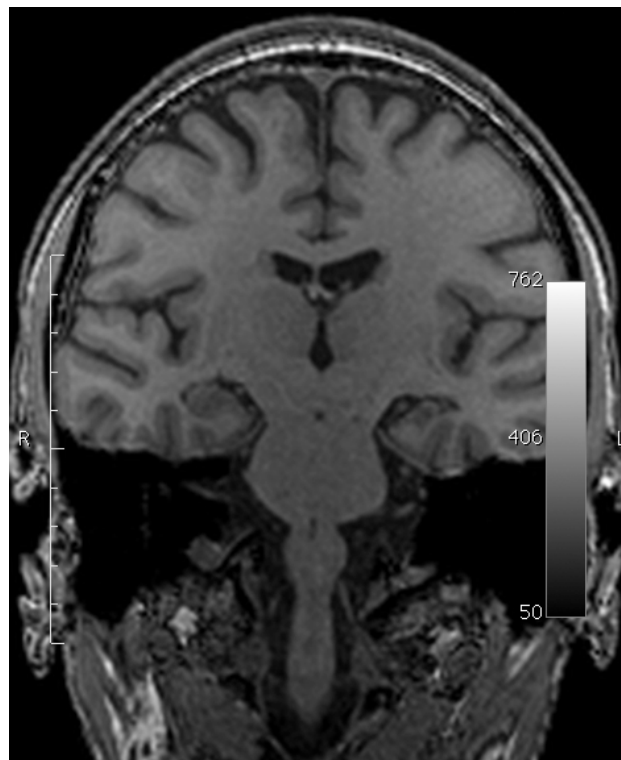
T1-gewichtetes MRT (3 Tesla) eines Patienten mit linksseitiger Hippocampussklerose
